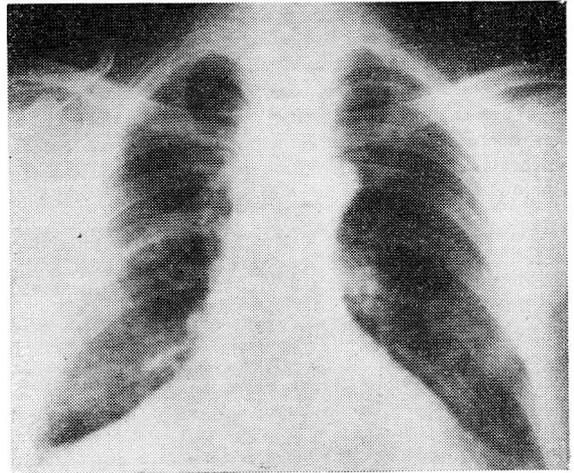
Radiografía de tórax, de contralor previo al alta. —Sinequia del fondo del saco pleural derecho, leve. —Reexpansión pulmonar correcta.
